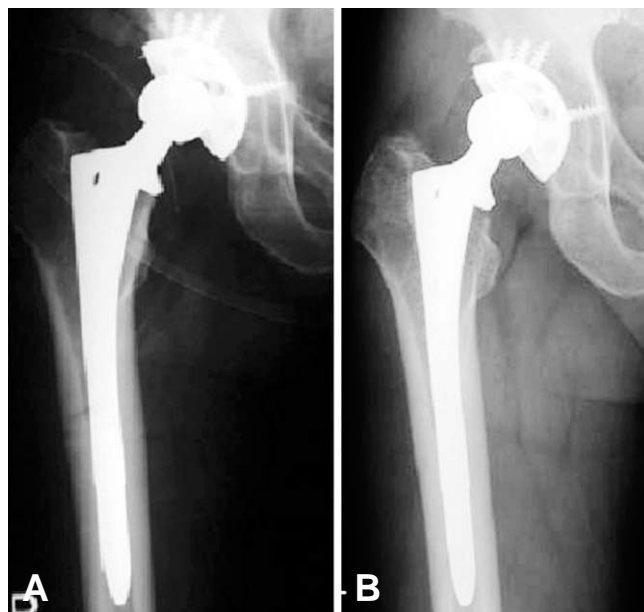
(A) Immediate postoperative radiograph shows a good fit at both the proximal canal and isthmus level. (B) Nine years later, cortical and cancellous bone density in proximal femur has decreased as results of stress shielding (Grade II).
